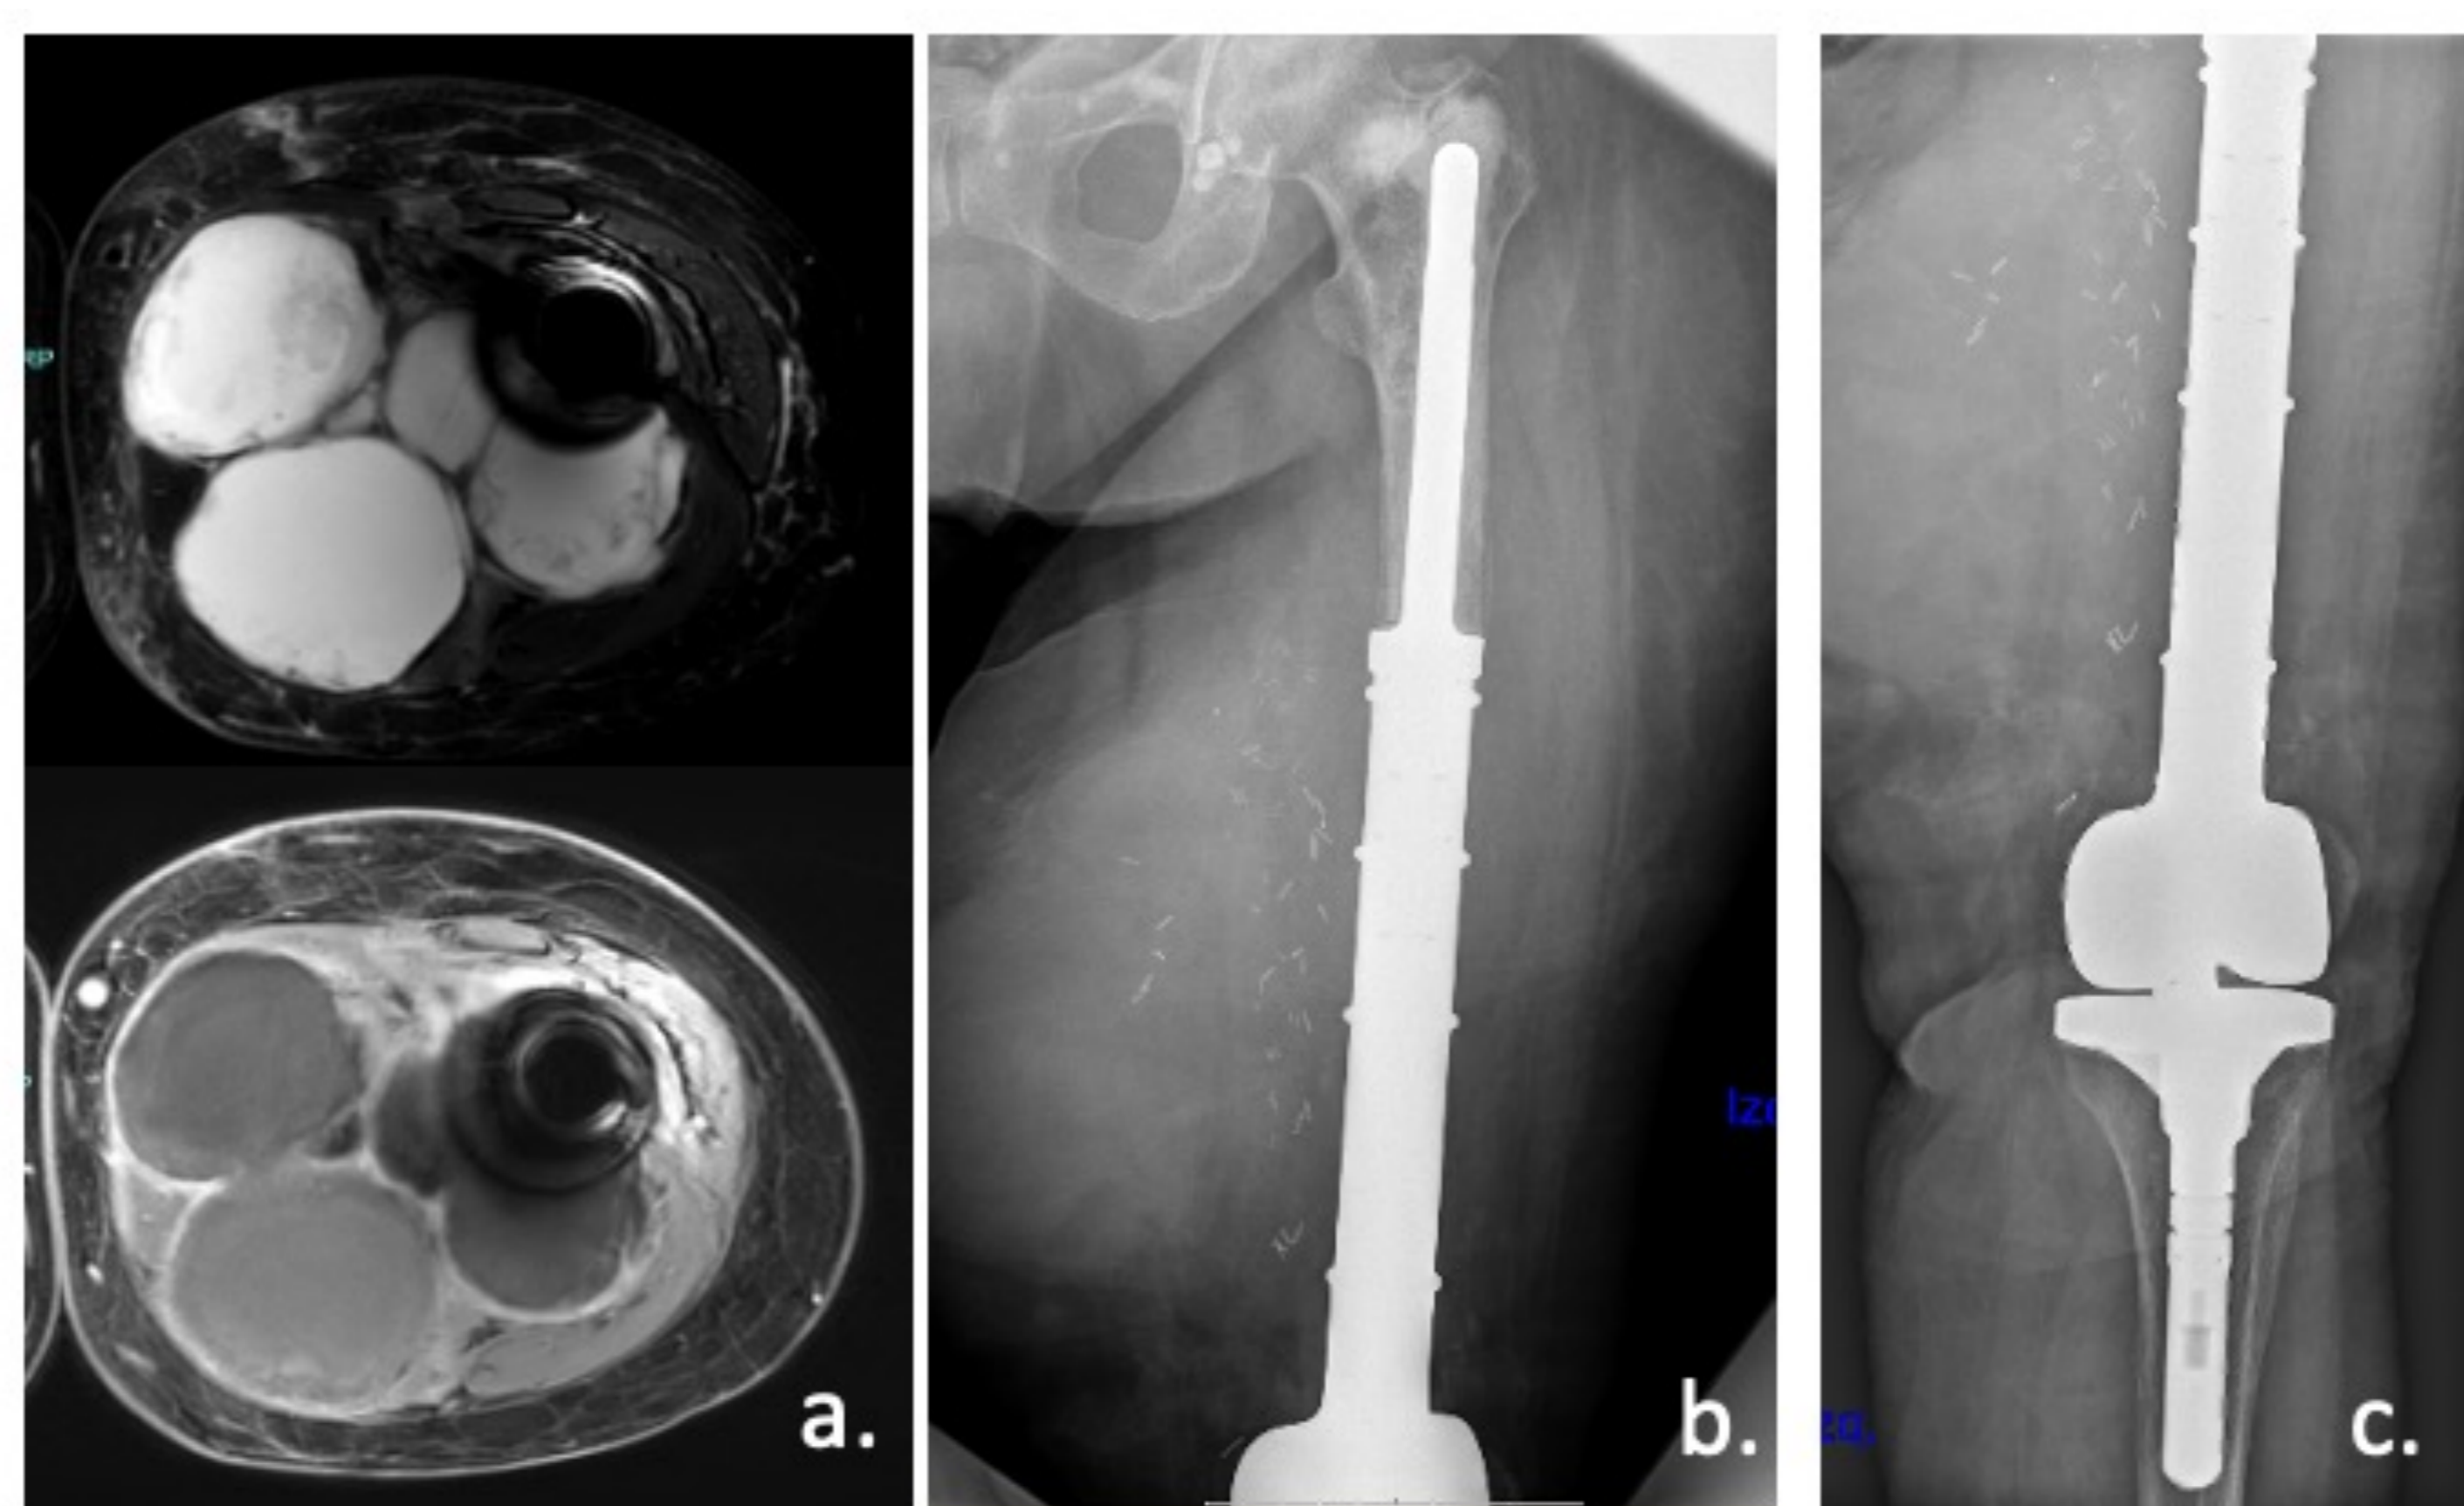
Evolución de 1 año. A la EF aparece hinchazón en muslo izquierdo. a) RM cortes axiales T2 FS y T1 FS +C, centrados en fémur izquierdo. En compartimento posterior se observa gran colección de contornos polilobulados, hiperintensa en T2 y realza de forma periférica tras la administración de contraste, sospechosa de colección postquirúrgica. Se decide drenaje quirúrgico que tras resultado AP de citología sale recidiva tumoral. b-c) Se plantea exéresis marginal, se decide no desarticulación dada la edad y situación clínica de la paciente. Resultado AP postquirúrgico de condrosarcoma grado 2.
